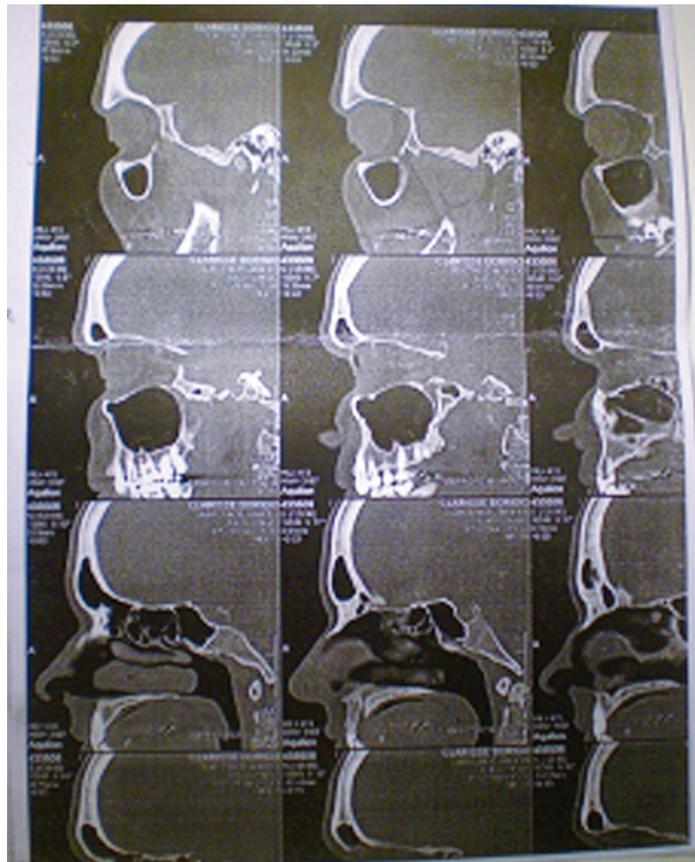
Tomografia: presença de ar em partes moles da região temporal, infratemporal e orofaringe à esquerda
